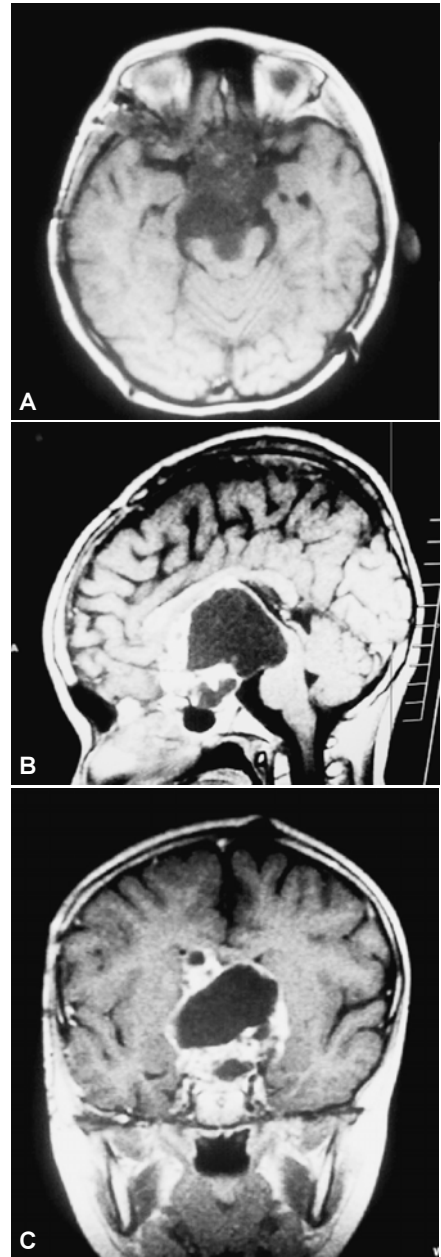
A, B y C) RM ponderada en T1 axial, sagital y coronal en fase simple y contrasta con la presencia de gran tumoración supraselar que comprime estructuras hipotalámicas e hipófisis, quística predominantemente y que con el Gadolinio muestra reforzamiento periférico.
